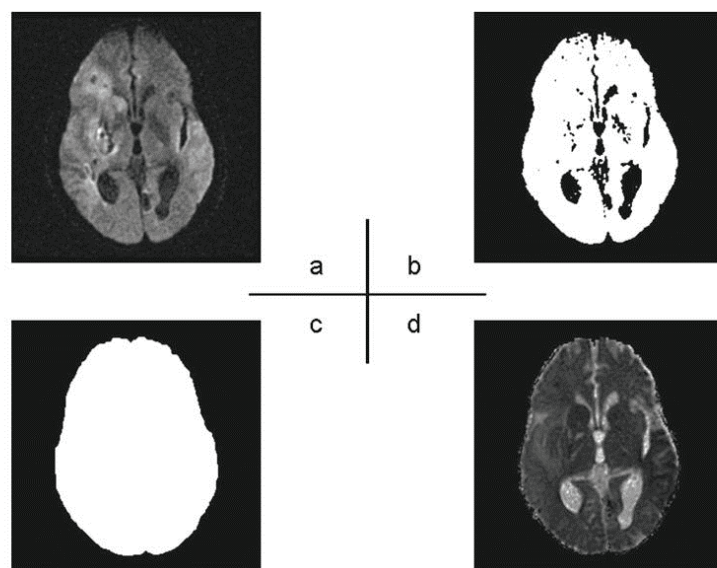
本システムによる脳実質部抽出処理：(a) DWI, (b) 判別分析法に基づくしきい値処理後の 2 値化画像, (c) ラベリングおよびモルフォロジ処理後の 2 値化画像, (d) ADC map
